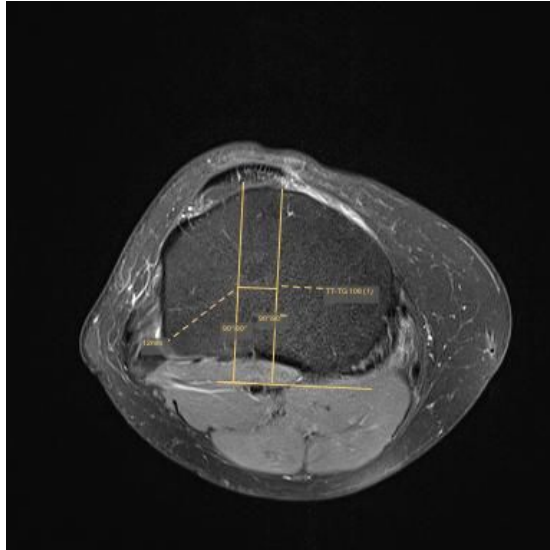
TTTG-Messung anhand axialem MRT
